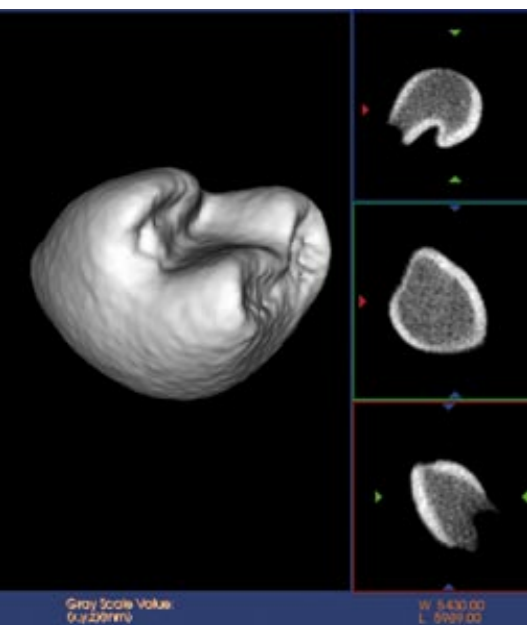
Imagen micro TC de un diente de bioingeniería.
